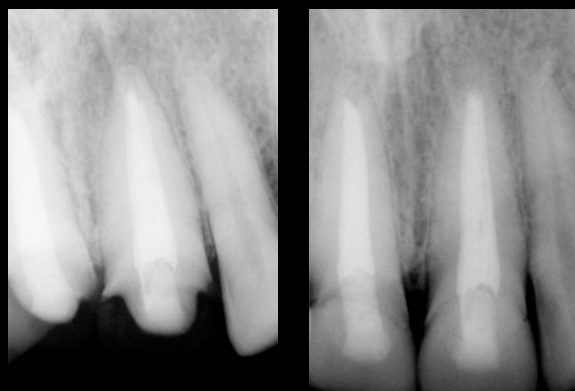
Control con radiografía periapical inmediato
